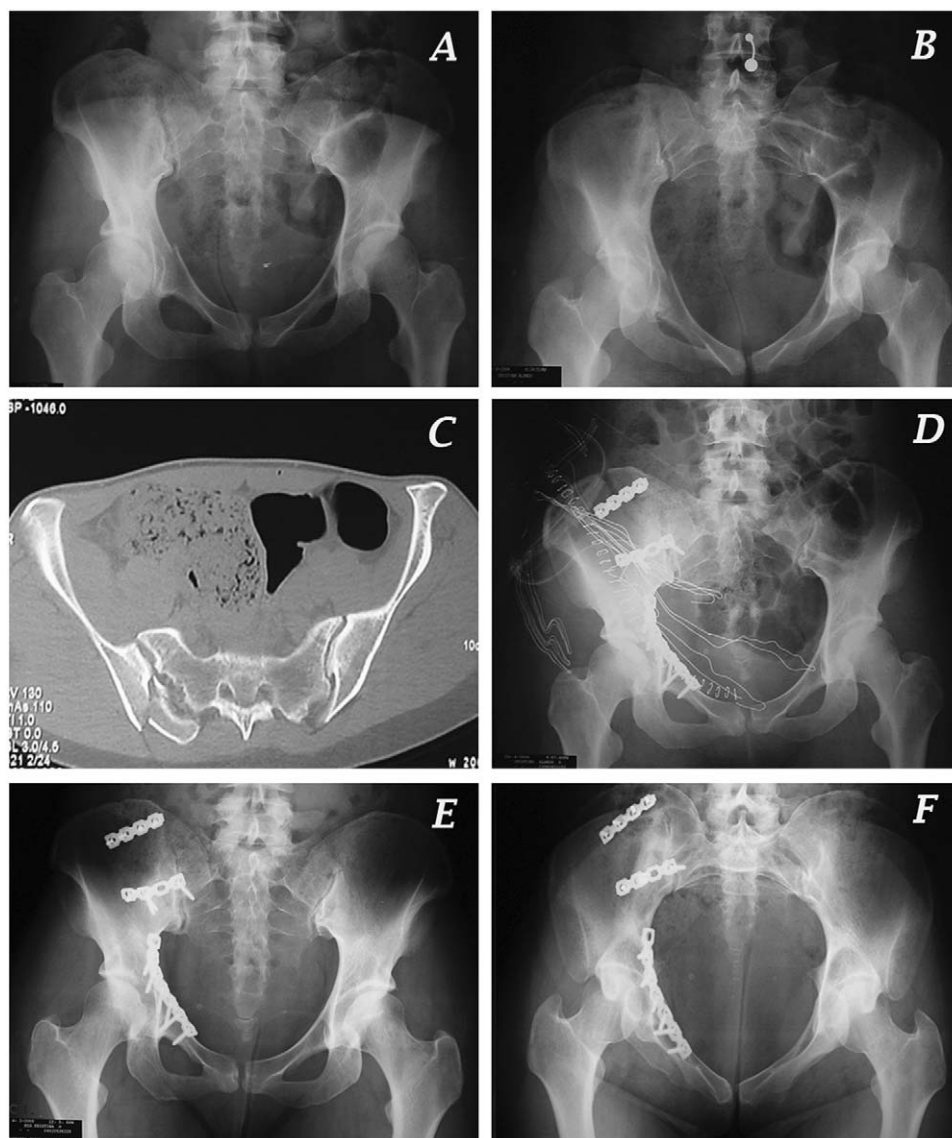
Caso 12. A y B) Radiografía anteroposterior e «inlet» de una mujer que tuvo una fractura de pelvis derecha por compresión lateral. Se puede observar la fractura de las ramas derechas y el desplazamiento en rotación interna de la hemipelvis derecha. C) Imagen de la tomografía computarizada en la que se aprecia una fractura de tipo «crescent», con un leve desplazamiento posterior del fragmento anterior del ala ilíaca. El fragmento posterior, de menor tamaño, se encuentra en su correcta posición y está sujeto por el complejo ligamentoso posterior. D) Control radiológico postoperatorio tras haber empleado un abordaje ilioinguinal para colocar una placa anterior fijada a la fractura de las ramas y 2 placas posteriores. E y F) Radiografía anteroposterior e «inlet» al año de haberse producido la fractura de pelvis. Se ha conseguido la consolidación de la fractura tipo «crescent» con una reducción excelente y sin perder la reducción.
